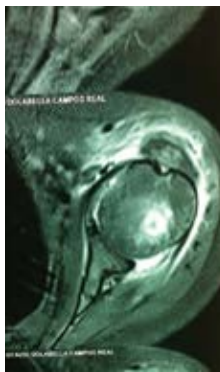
Paciente com osteomielite subaguda de úmero proximal. Diagnóstico estabelecido com base em achados de ressonância magnética.
